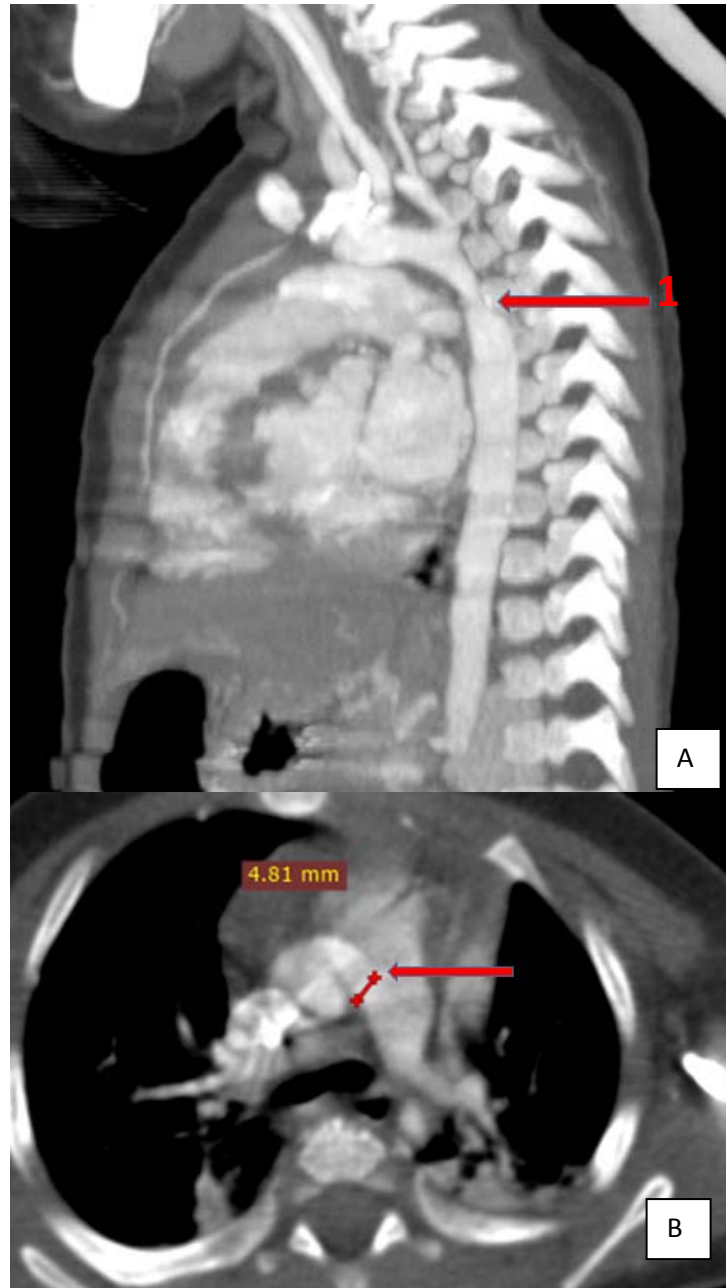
TDM thoracique : en coupe sagittale eten reconstruction MIP (image A), et coupe axiale (image B) : Coarctation post ductale de l'Aorte chez un patient de 6 mois (service de radiologie CHU Mohamed VI Marrakech).
